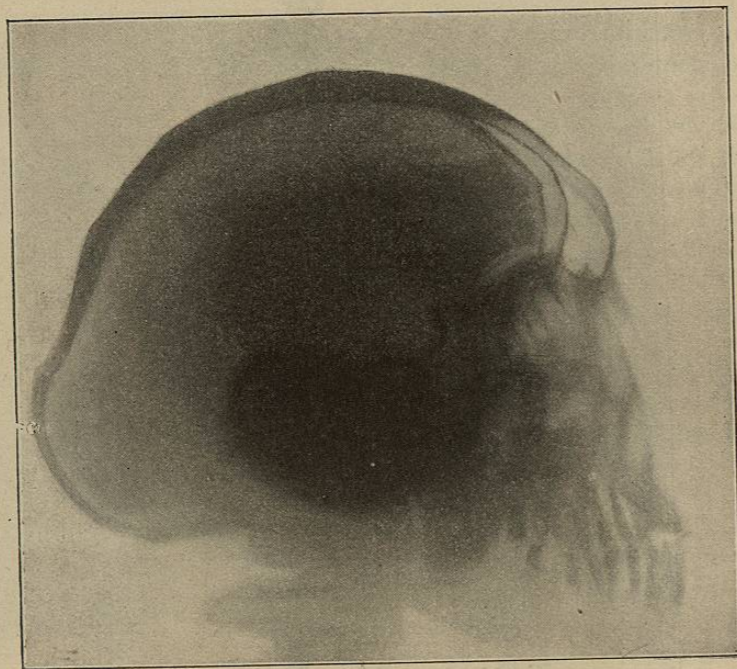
Radiographie du crâne du géant Ch..., montrant l'inégale épaisseur des parois du crâne, la dilatation des sinus frontaux, le ressaut lambdoïdien et l'agrandissement de la selle turcique. (Launois et Roy.)
